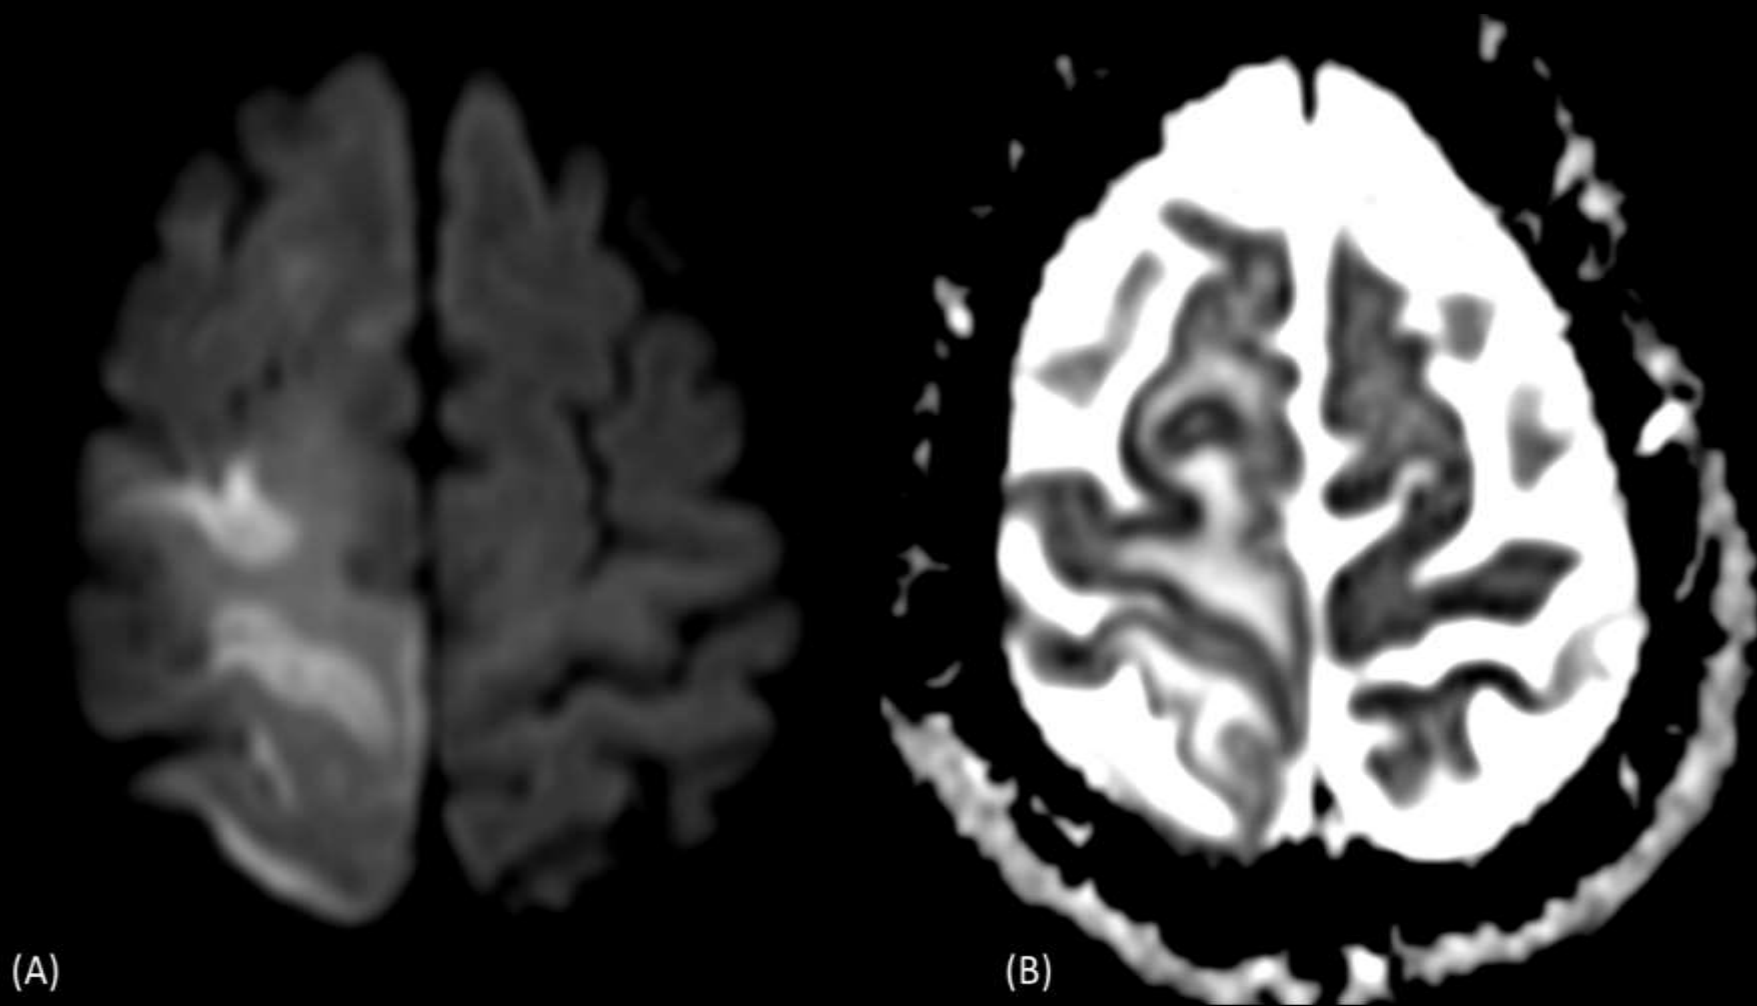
RM cerebral realizada 72h após o início dos sintomas. Imagem ponderada em difusão, corte axial: áreas corticais com difusão restrita (A e B) e formato serpiginoso, com edema que não restringe a difusão (vasogênico) com alto sinal do FLAIR (C) e realce giral no T1 pós contraste (D), sugestivas de acidente vascular cerebral venoso recente.
